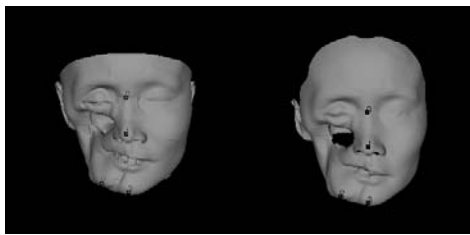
Identifying corresponding landmarks on the CT soft-tissue surface (left) and the structured-light surface (right)
